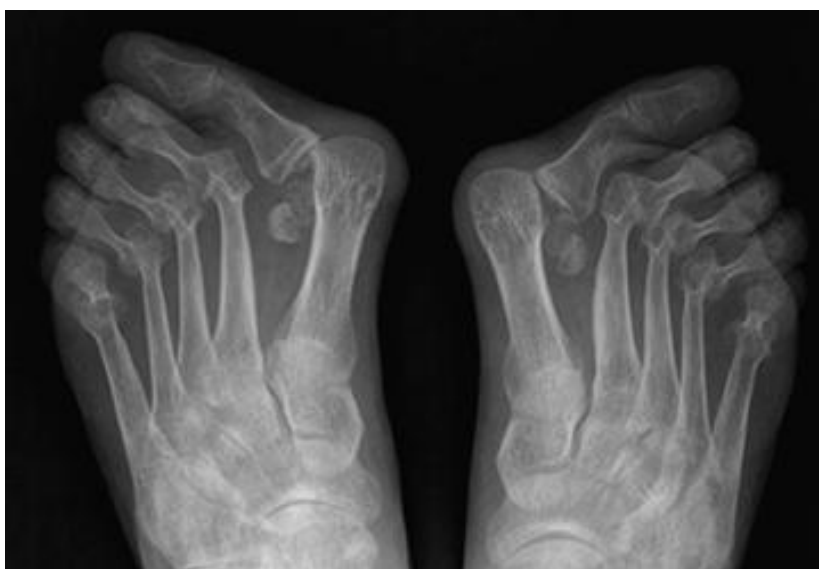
Radiografía de pies afectados por AR.³¹
